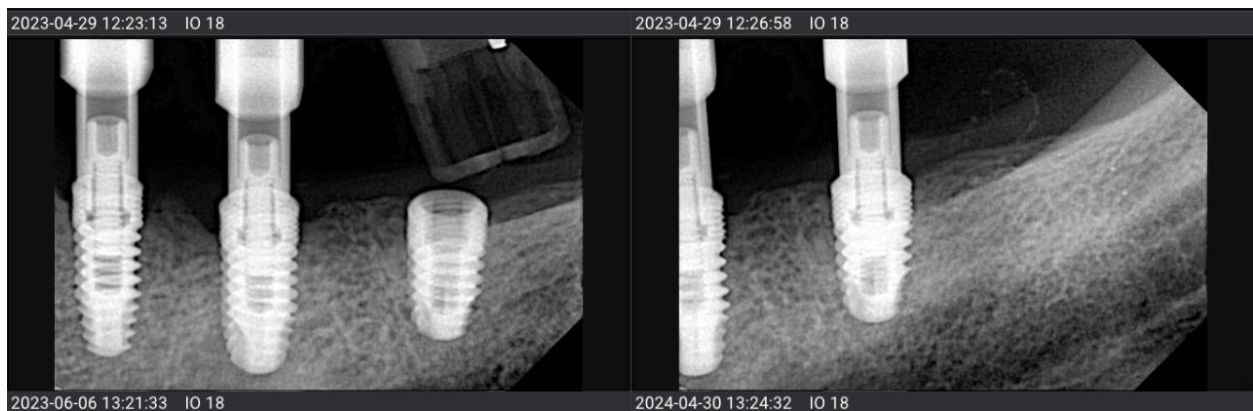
radiografías con cuerpos de escaneo
